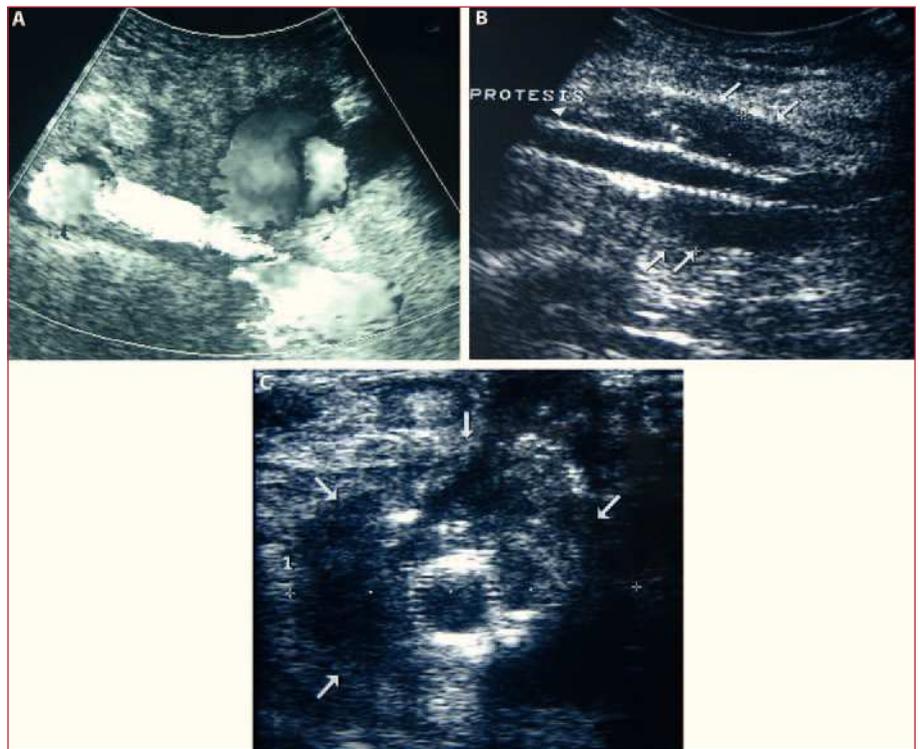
A: eco-Doppler color del caso 5 que muestra un flujo «en remolino» en el interior del pseudoaneurisma. B: caso 5, corte longitudinal. Se aprecia endoprótesis femoral (punta de flecha) con colección periprotésica (flechas). C: caso 5, corte transversal del panel B. Colección periprotésica (flechas).
